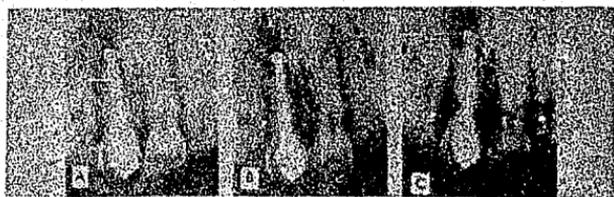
Material de obturación de Kerr cuyo paso se le forzado a través del ápice donde forma un botón. C, Radiografía tomada seis meses después de B, que muestra la reparación ósea adyacente al material de obturación de Kerr.
